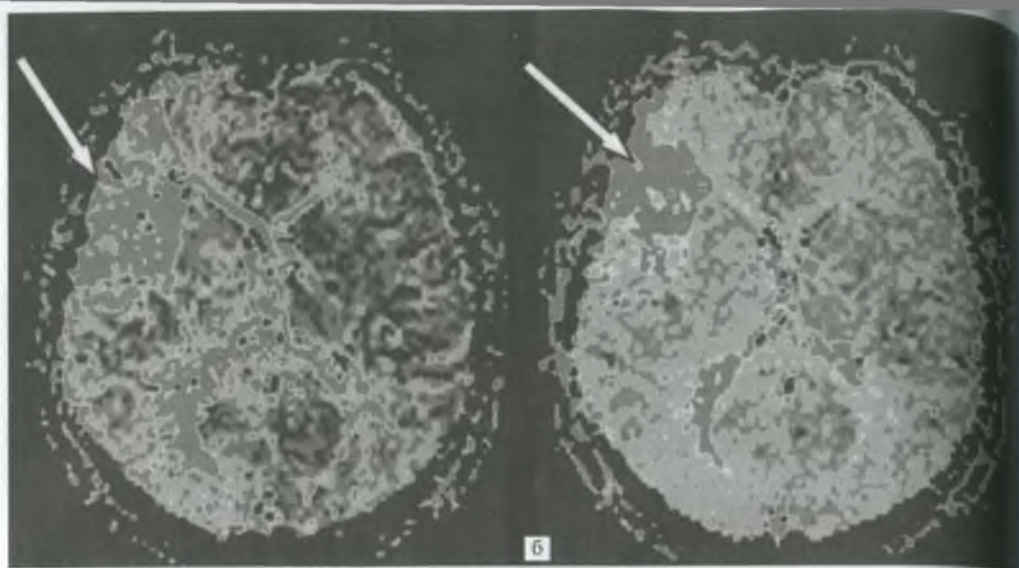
Перфузионно-взвешенное изображение при МРТ головного мозга у больного в острой стадии мозгового инсульта на фоне развития реперфузии: повышение показателей среднего времени прохождения контрастного вещества (а) и времени до пика в правой лобно-теменной доле (показано стрелками).
